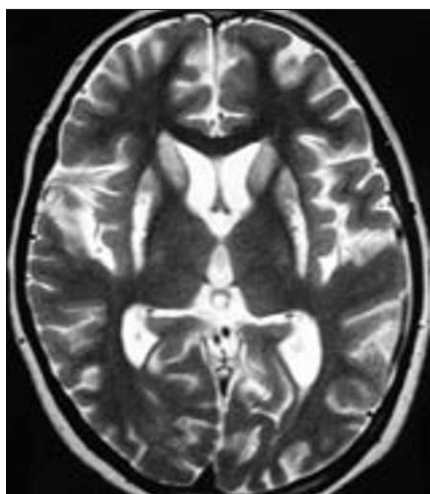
IRM en séquence axiale en pondération T2 réalisée quelques mois plus tard.
